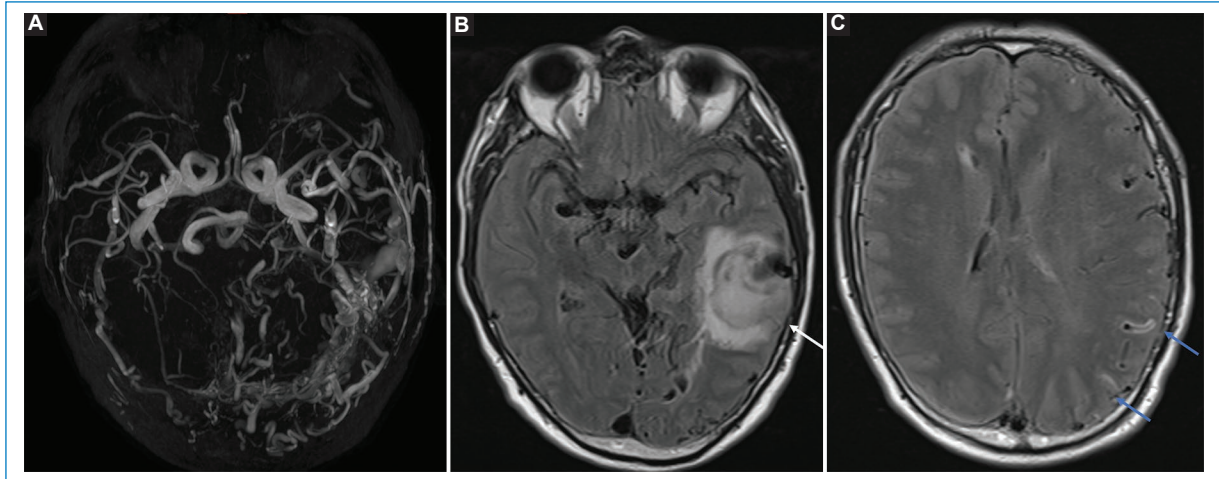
Paciente de sexo masculino de 65 años con antecedente de fístula dural arteriovenosa temporal izquierda con reflujo venoso cortical (Borden II). A: la angiografía por resonancia magnética *time of flight* muestra prominentes venas corticales. B y C: los cortes axiales FLAIR muestran complicación con un hematoma parenquimatoso (flecha en B) y venas piales hiperintensas (flechas en C) por reflujo venoso.
